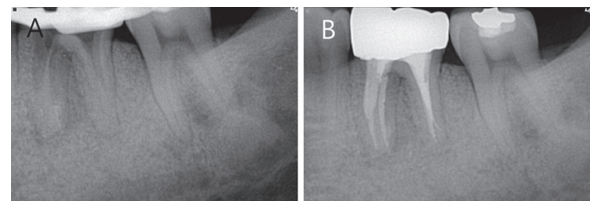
(A)파일이 모두 제거된 후 촬영된 치근단 방사선 사진. (B)근관충전 및 크라운으로의 수복 후 촬영한 치근단 방사선 사진.
